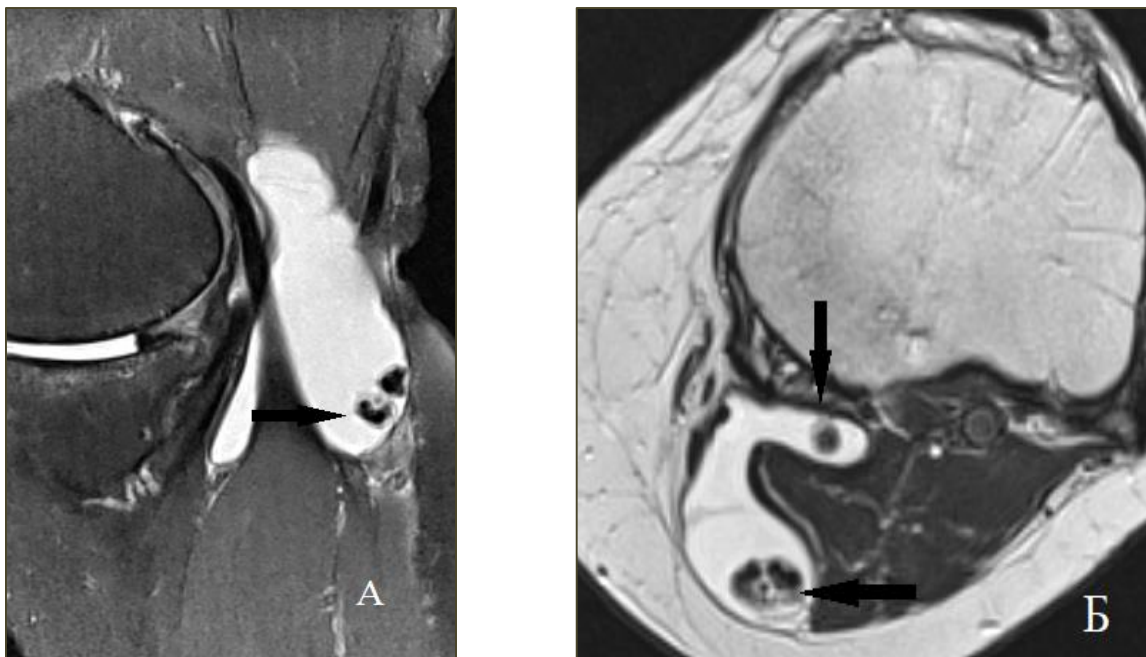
Магнитно-резонансные томограммы коленного сустава: *А* — сагиттальное протон-взвешенное изображение с подавлением сигнала от жировой ткани (PD TSEFS); *Б* — аксиальное T2-взвешенное изображение; *А, Б* — в подколенной ямке определяется гиперинтенсивное образование (киста Бейкера), содержимое неоднородно за счет гипоинтенсивных неомогенных включений — хондральных тел (черные стрелки)
